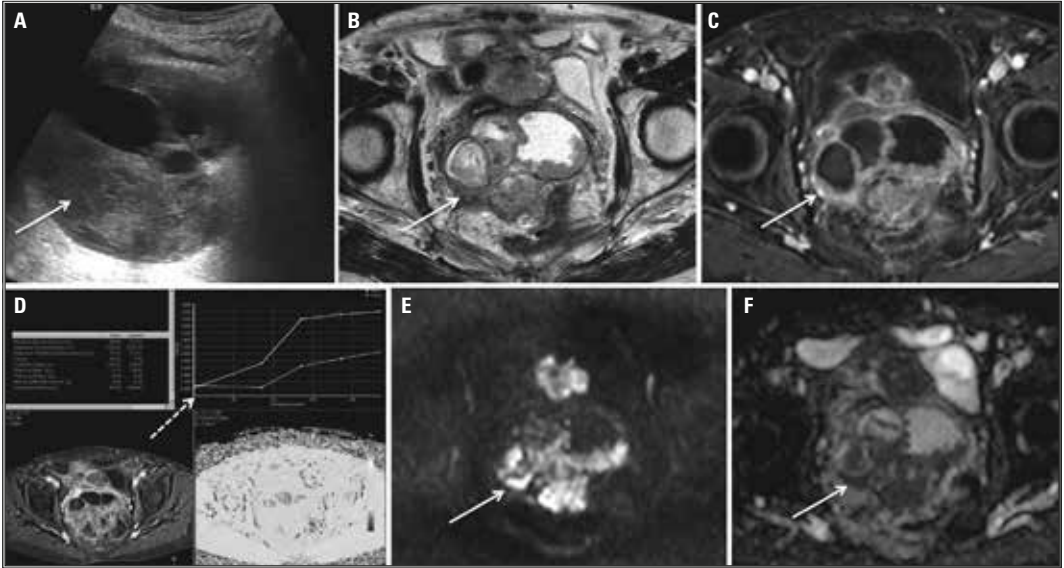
Carcinoma seroso do ovário direito numa mulher com 88 anos. Ecografia pélvica por abordagem supra-púbica (A). Imagens de RM ponderadas em T2 no plano axial (B) e em T1 com saturação de gordura após administração de gadolínio no plano axial (C). Análise semi-quantitativa dinâmica da captação de contraste endovenoso pelo tumor através de curvas tempo-intensidade (D). Estudo de difusão com sequência ponderada em $b = 1.000 \text{ smm}^2$ (E) e respetivo mapa de ADC (F). Volumoso tumor do ovário direito com componente quístico e sólido, apenas visualizado na sua totalidade por ecografia por via supra-púbica (A). As áreas sólidas do tumor apresentam sinal intermédio em T2 e as áreas quísticas hipersinal em T2 (B). Verifica-se uma captação ávida e precoce de contraste pelas áreas sólidas tumorais, traduzindo-se numa curva tempo-intensidade do tipo 3 (C e D). Os componentes sólidos tumorais revelam restrição à difusão (E e F).
